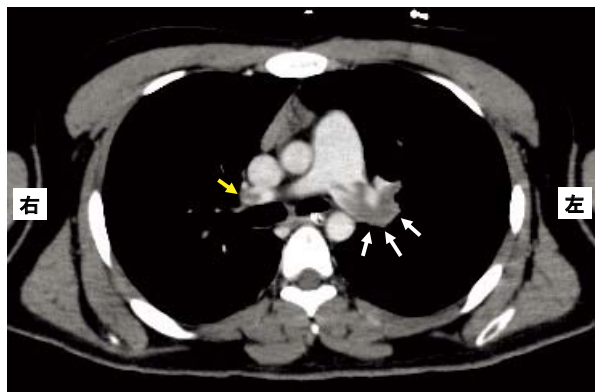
肺血栓塞栓症の造影CT:血栓は左肺動脈内(白矢印)だけでなく、右肺動脈内(黄矢印)にも認められる。
